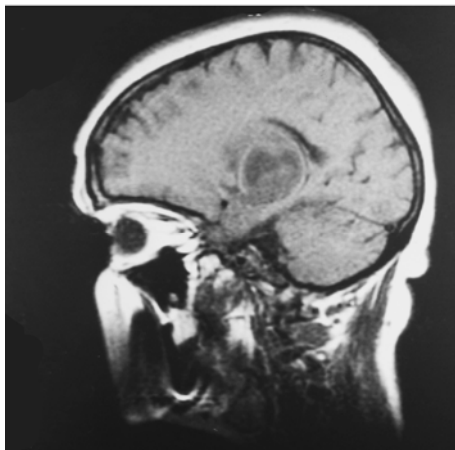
T1- и T2-взвешенные МРТ головного мозга в сагиттальной и аксиальной плоскостях больного Ж. 42 лет. Опухоль глубоких отделов левого полушария головного мозга. Выражены масс-эффект и перифокальный отек
